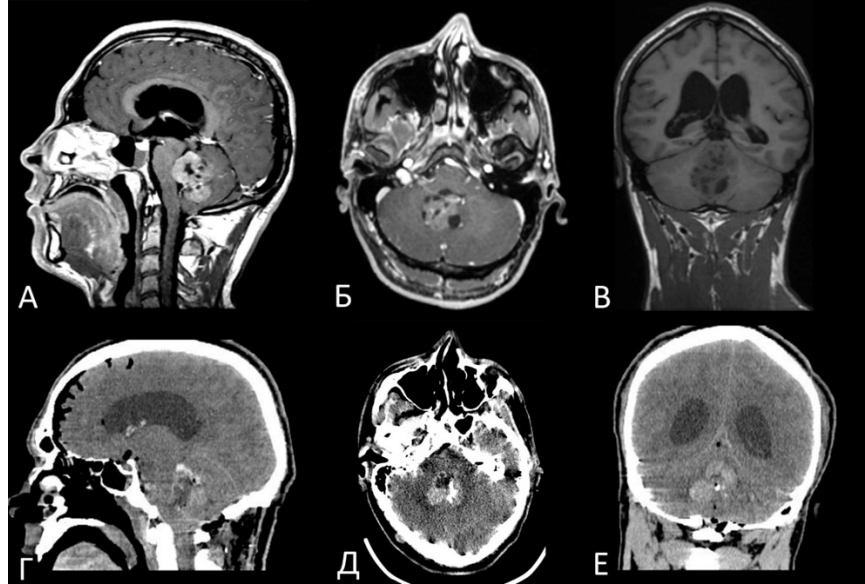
П-т Т-ев, больших размеров медуллобластома четвертого желудочка. А – предоперационные сагиттальные МРТ снимки с контрастом, Б – предоперационные аксиальные МРТ снимки с контрастом, В – предоперационные фронтальные МРТ снимки T1, Г – сагиттальные КТ снимки на 1-ые сутки после операции, Д – аксиальные КТ снимки на 1-ые сутки после операции, Е – фронтальные КТ снимки на 1-ые сутки после операции
